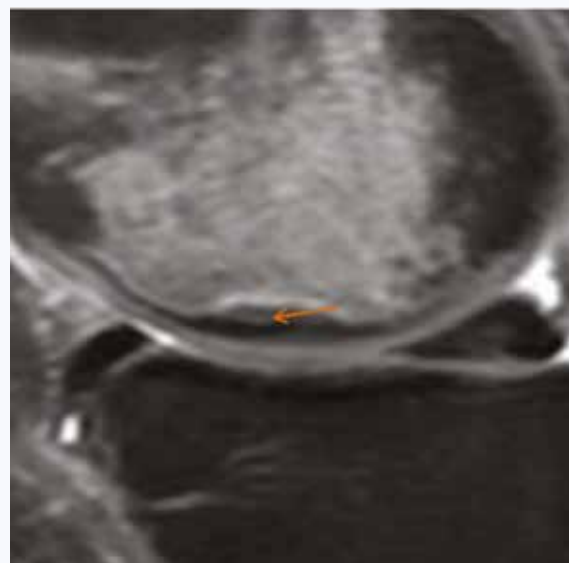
МР-томограмма в сагиттальной проекции (PD-FS). Зона вторичного остеонекроза в виде участка повышения сигнала (стрелка)
